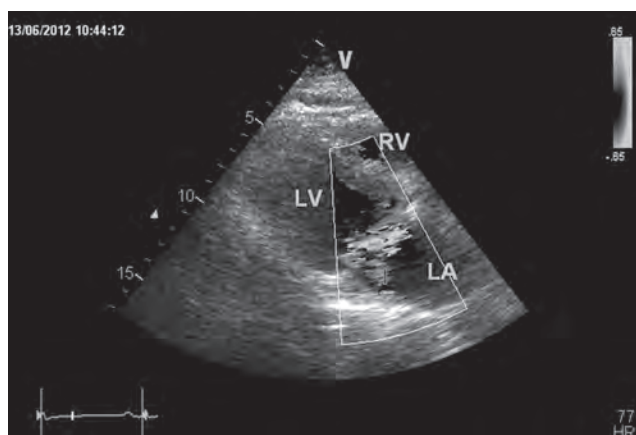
Ecografia transtoracica (ETT): proiezione parasternale sinistra in sistole. Visualizzazione di ampio jet di rigurgito in atrio sinistro (AL) con ampia area di convergenza in ventricolo sinistro (LV). Dubbio flail sistolico di uno scallop del lembo posteriore (P2?P3?). RV, ventricolo destro.
